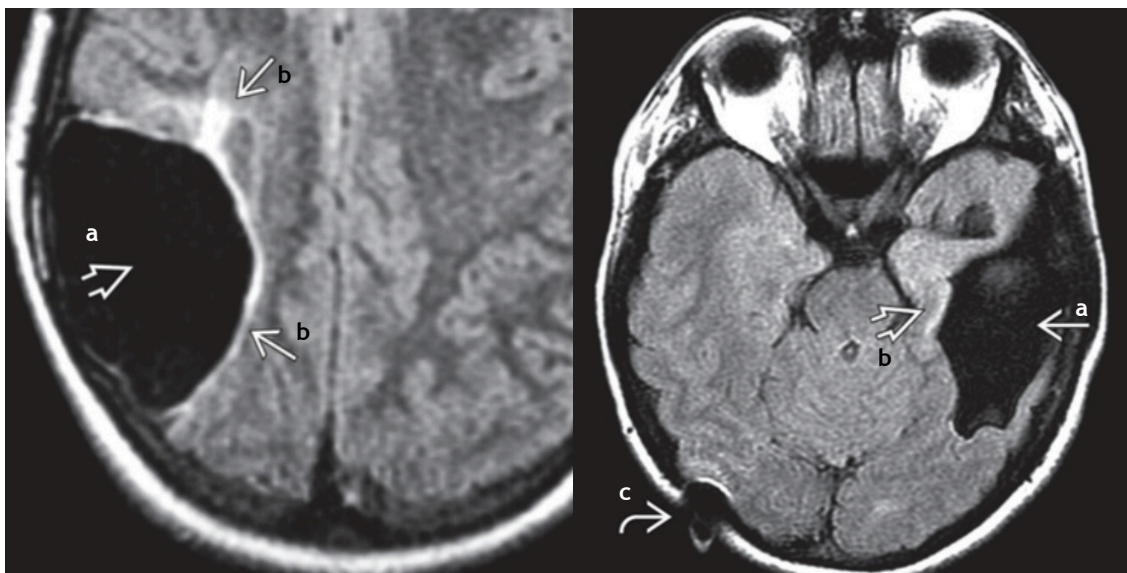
Porencefalia - (Esquerda) FLAIR axial mostra fluido dentro de uma lesão parietal direita que se suprime completamente (a), sendo rodeado de substância branca gliótica hiperintensa (b). (Direita) FLAIR axial revela um defeito parenquimal isointenso ao LCR em todas as sequências (a), associado a gliose da substância branca (b). Em (c) encontra-se um artefacto por *shunt* de ventriculostomia. (7)
